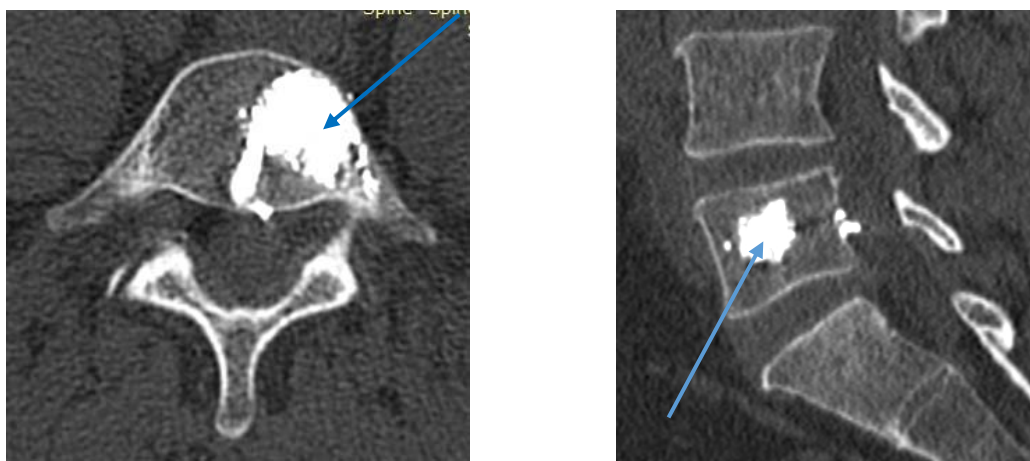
Tomografia computerizată demonstrează prezența cimentului în corpul vertebral L5
